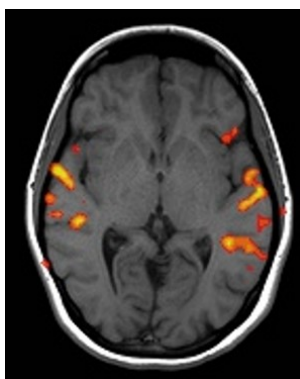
Snímek z CT mozku [35]
